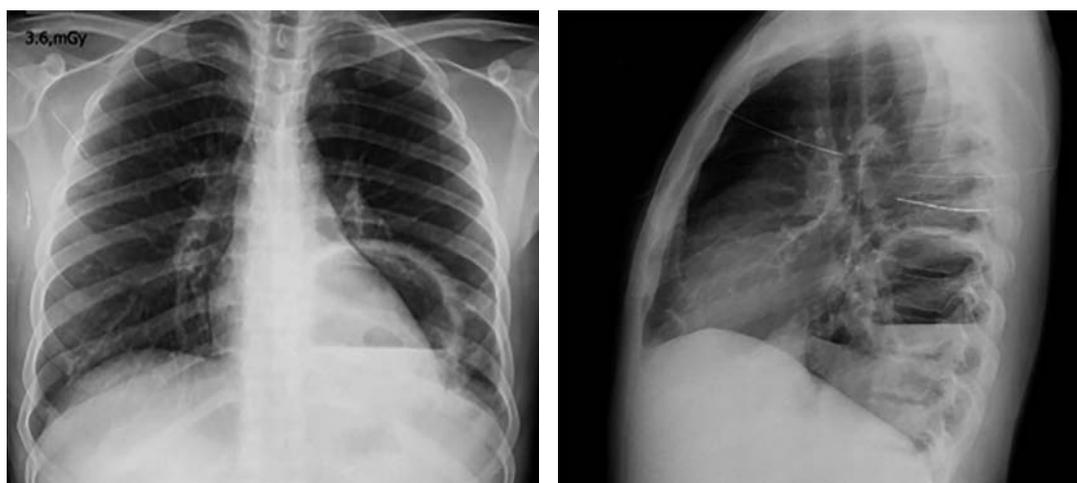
Radiografía de tórax con lesión de bordes bien definidos en el lóbulo inferior izquierdo, con nivel hidroaéreo y diámetros similares en las dos proyecciones.
